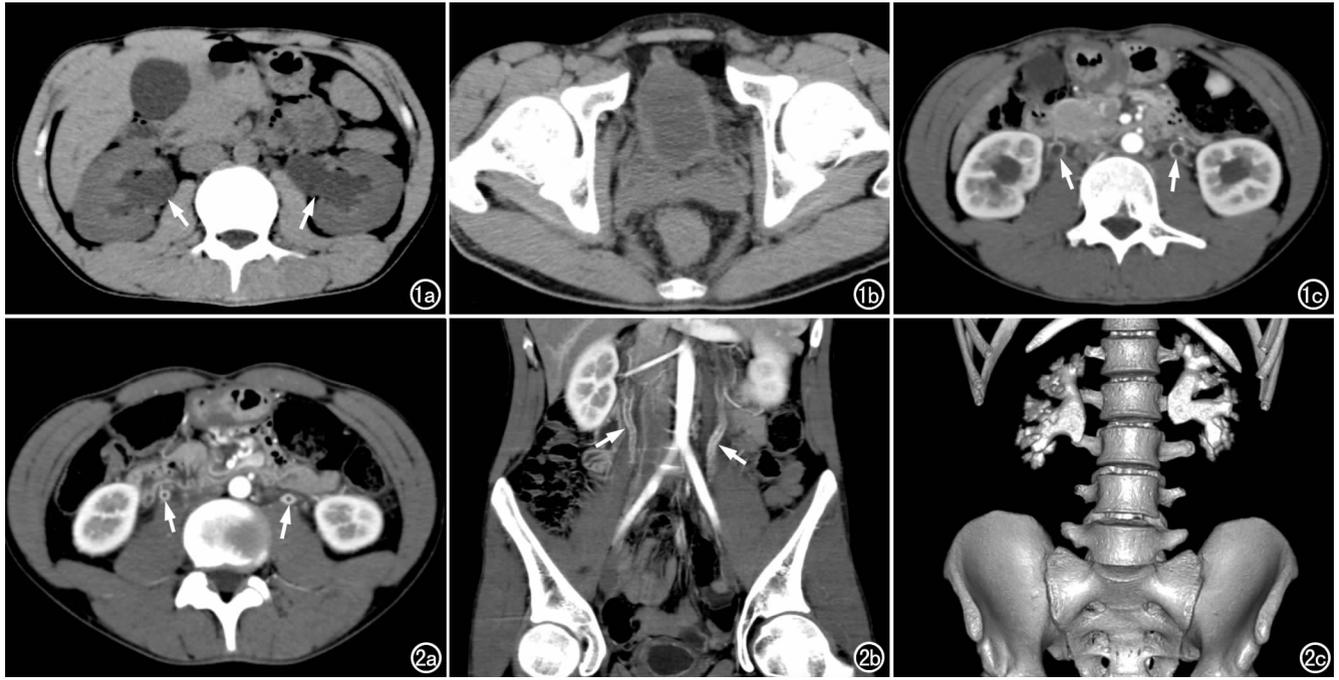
双侧泌尿系统损害。a) CT平扫示双肾体积稍增大,双肾实质内未见钙化等异常密度灶,双肾盂、肾盏轻度积水,肾盂输尿管移行段扩张(箭);b) CT平扫示膀胱挛缩,容积明显减小,膀胱壁不规则增厚,精囊腺肿胀,膀胱精囊三角消失;c) 增强扫描动脉期示双肾实质内未见明显异常强化灶,双肾盂轻度扩张积水,双侧输尿管管壁增厚、强化(箭);d) 增强扫描动脉期示双侧输尿管管壁均匀增厚强化(箭);e) 增强扫描动脉期冠状面重组像示双侧输尿管管壁均匀性增厚强化(箭);f) 增强扫描排泄期VR图像示双肾上中下组肾盏、肾盂轻度积水。
